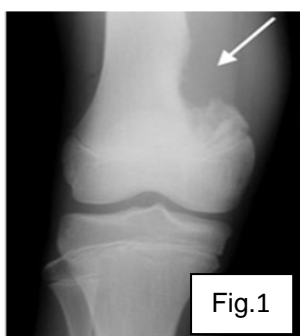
radiografia de genoll que mostra l'osteosarcoma a la part dreta del fèmur.
